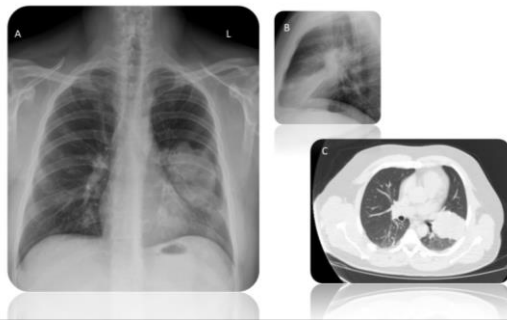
(A) Radiografía de tórax PA: masa en LSI, en la língula. (B) Radiografía de tórax lateral: atelectasia de la língula. (C) Imagen de la TC torácica (ventana pulmonar): masa en língula de 58x79 mm
